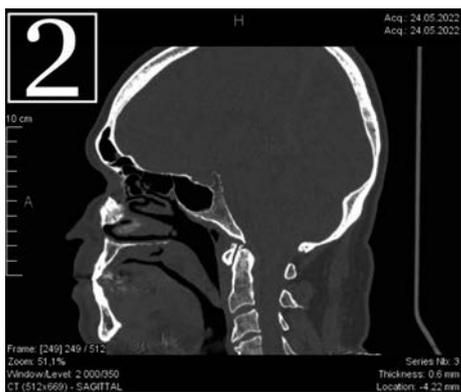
Данные МСКТ на момент госпитализации, сагиттальный срез
